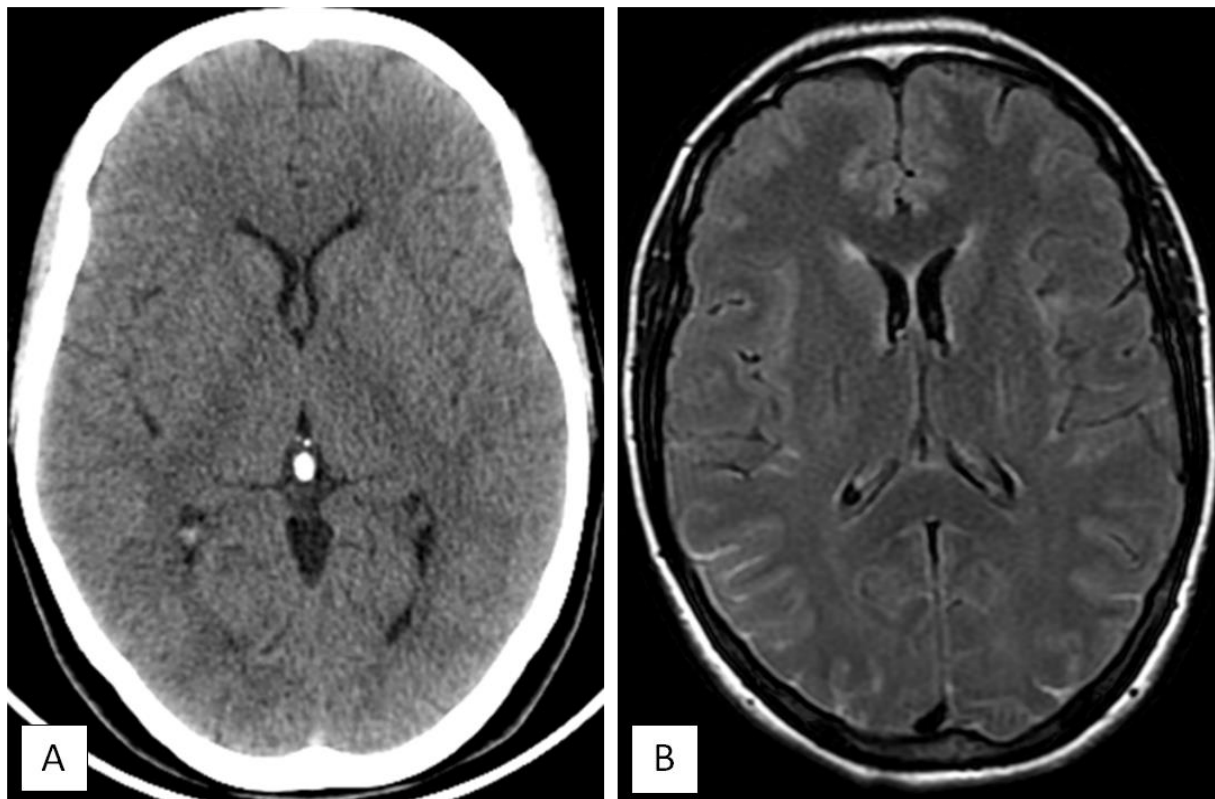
La TDM cérébrale (coupe axiale : A) normale. L'IRM cérébrale en séquence FLAIR (coupe axiale : B) objective la présence d'un hypersignal au niveau des espaces sous arachnoïdiens temporo-occipitaux.
